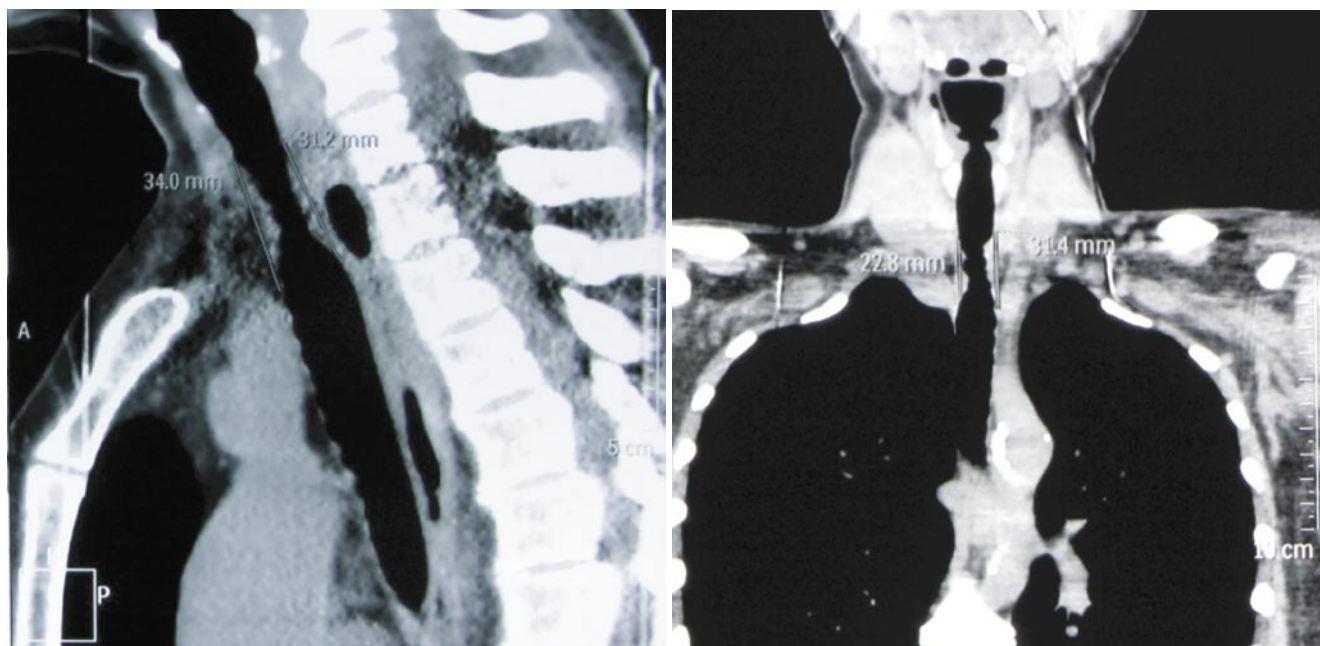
Данные МСКТ за 14 сут до госпитализации: определяется РСТ
